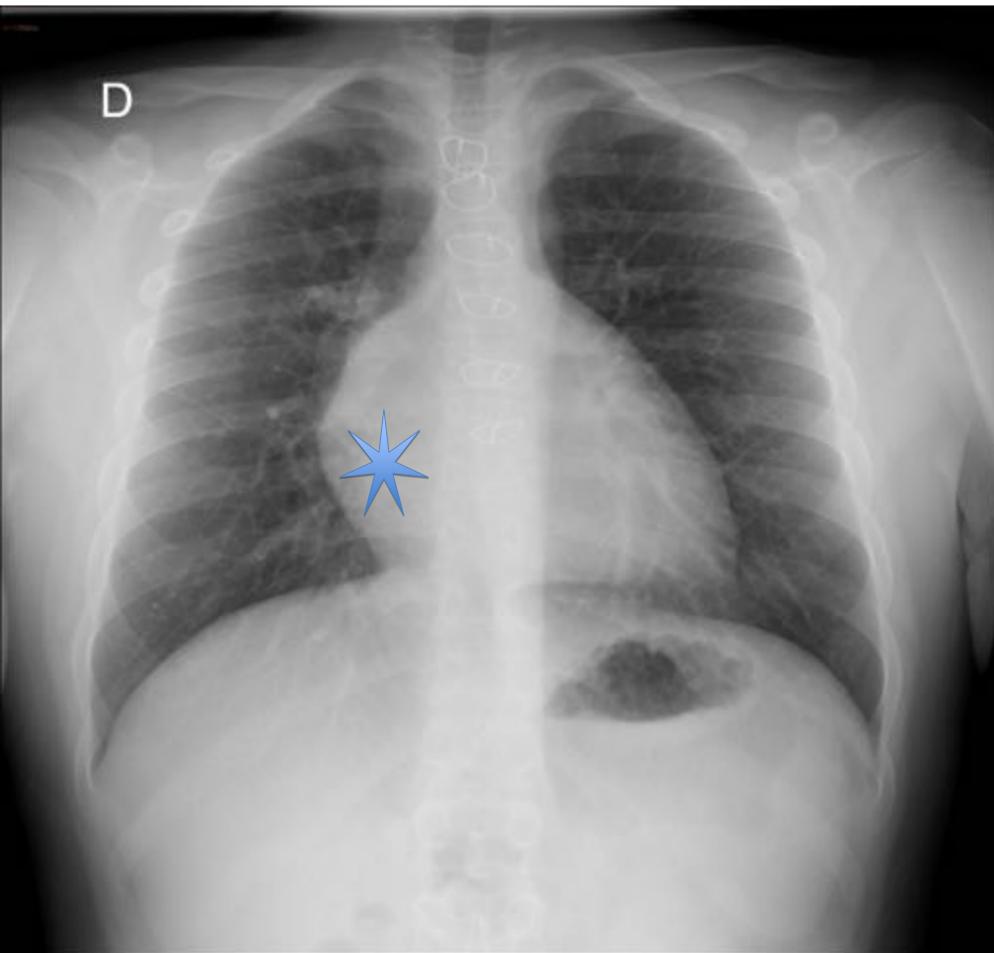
Transposición de grandes arterias intervenidas mediante diferente técnica quirúrgica. El aumento de las cavidades derechas es una de las principales complicaciones de la reparación quirúrgica, ya que el ventrículo derecho no está preparado para actuar como ventrículo en la circulación sistémica. En la imagen superior, se representa la correlación Rx y TC de paciente intervenido mediante técnica Jatene. Se visualiza prominencia de las cavidades derechas (asterisco). En la TC se corrobora dicho aumento así como dilatación de la raíz aórtica y disposición anterior de la arteria pulmonar a la aorta ascendente. La imagen inferior corresponde a paciente intervenido mediante Mustard y se muestra la correlación Rx y RM. En este caso el aumento de las cavidades derechas es ligeramente menor (asterisco).
